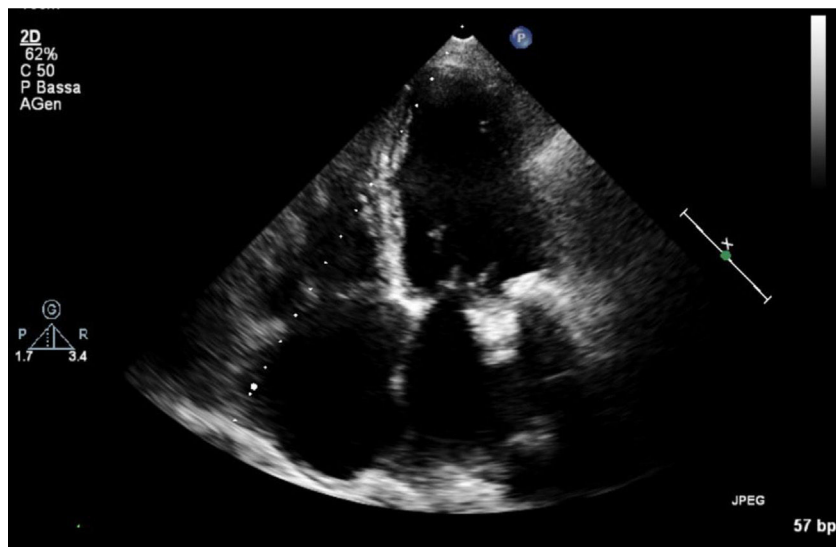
Ecocardiografía preoperatoria: vegetación sobre velo posterior.
